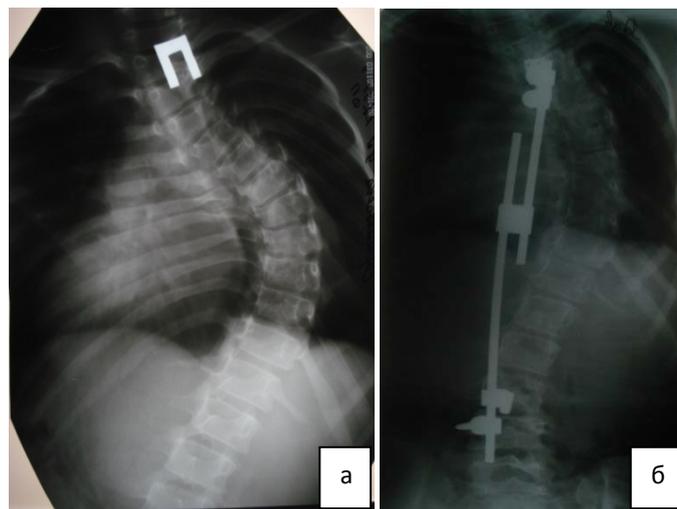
Рентгенограммы больной С. 9 лет. Правосторонний грудопоясничный сколиоз IVA степени (основной угол  $75^{\circ}$ , компенсаторная дуга  $32^{\circ}$ ): а - рентгенограмма позвоночника до начала лечения; б – рентгенограмма после первого этапа оперативного лечения: величина деформации уменьшена до  $48^{\circ}$  (компенсаторной до  $16^{\circ}$ )
